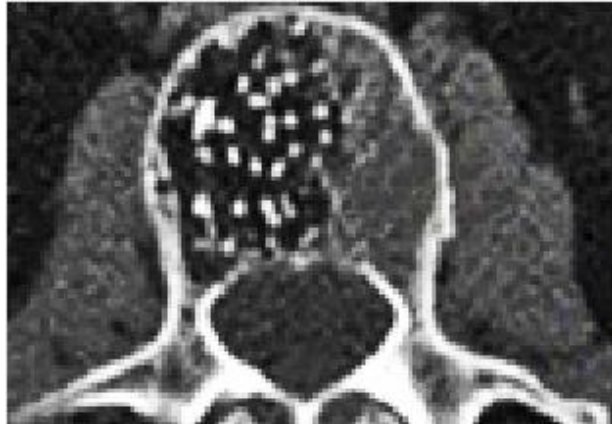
Computed tomogram of the lumbar spine, axial section, pathology
